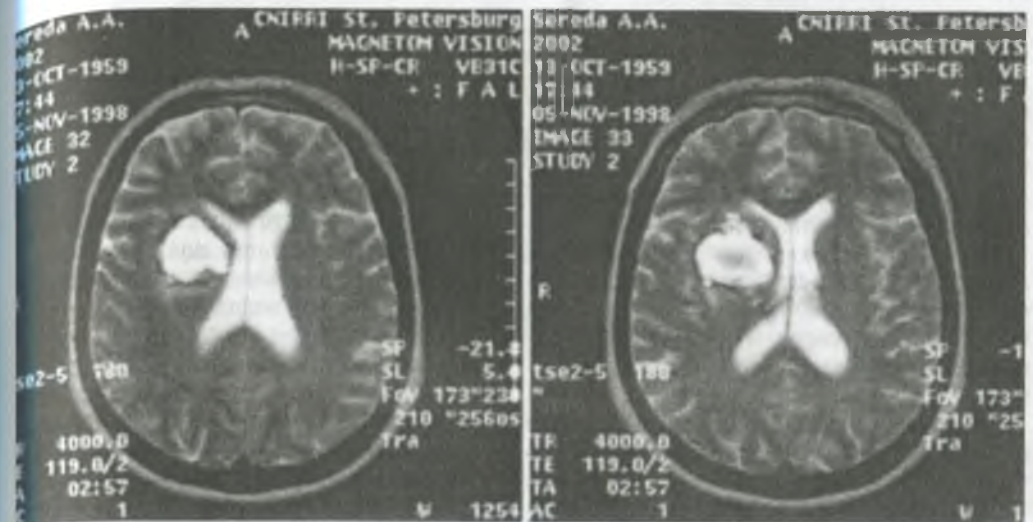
Компьютерные томограммы головного мозга при центральной гематоме в правом полушарии.
